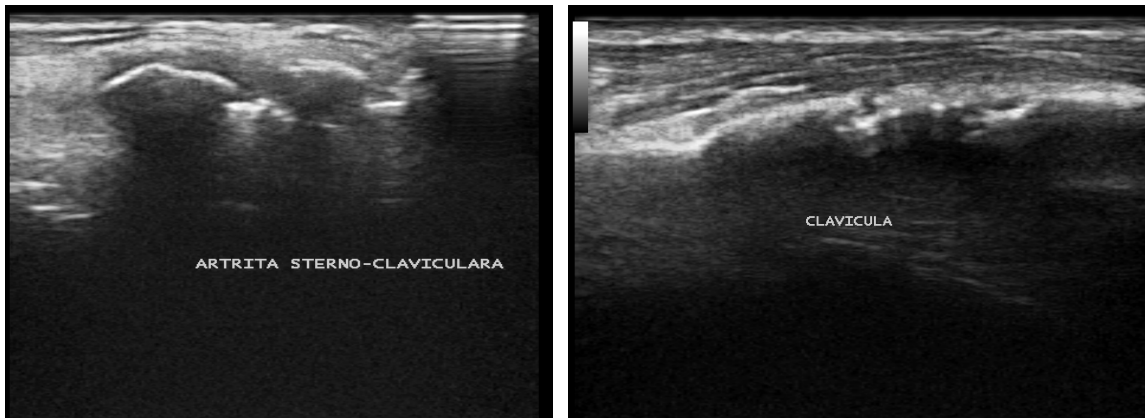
Ultrasonografie articulații sternoclaviculare: artrită erozivă și osteită claviculă
